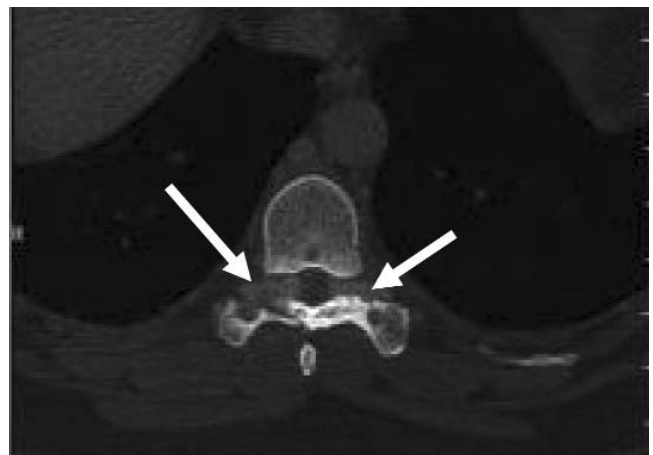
КТ с контрастированием (юбнигексол 80 мл внутривенно): участки костной деструкции на уровне поперечных отростков Th_{VII}, больше справа (указаны стрелками)
